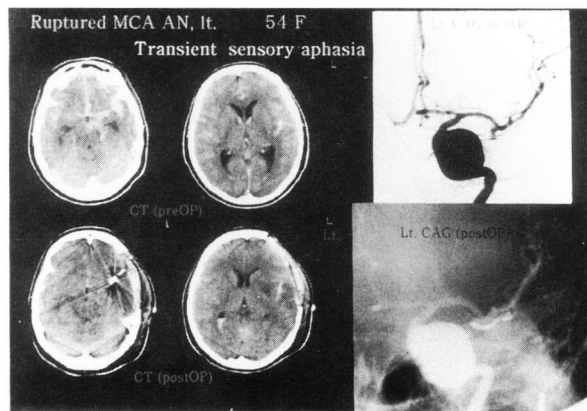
術前（上段）・術後（下段）CT, 脳血管写
